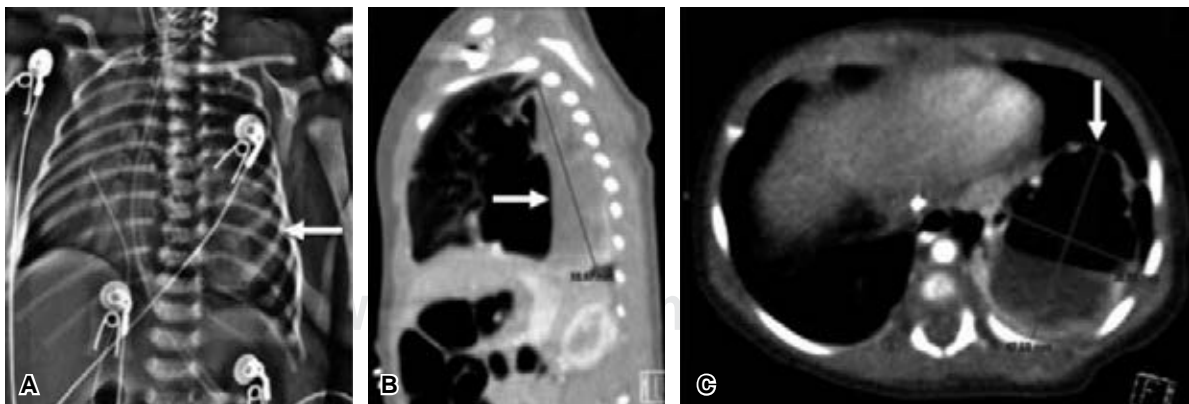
(A) radiografía simple de tórax, muestra imagen hiperlúcida y heterogénea en tórax izquierdo (flecha), con desplazamiento del mediastino hacia el tórax derecho; (B) reconstrucción sagital y (C) reconstrucción coronal de tomografía de tórax donde se observa una imagen ovoidea (flecha), de pared irregular en los segmentos posteriores del lóbulo superior e inferior del pulmón izquierdo con septos finos en la porción cefálica y con nivel hidroaéreo, desplazando las estructuras del mediastino hacia el tórax derecho.
